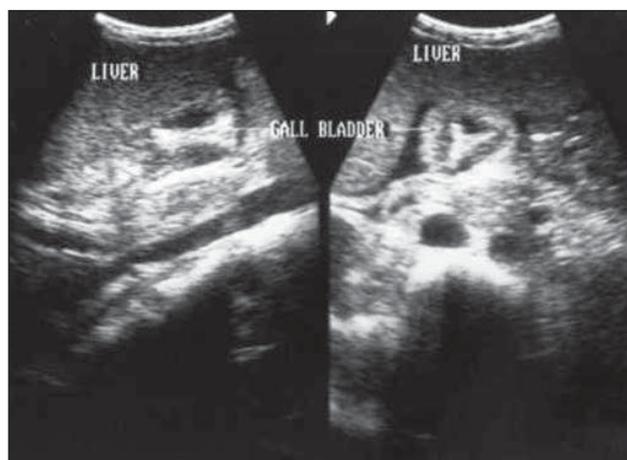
УЗИ печени — симптом гидрофильного отека клетчаточных пространств гепатопанкреатодуоденальной зоны, правой половины брюшной полости.
